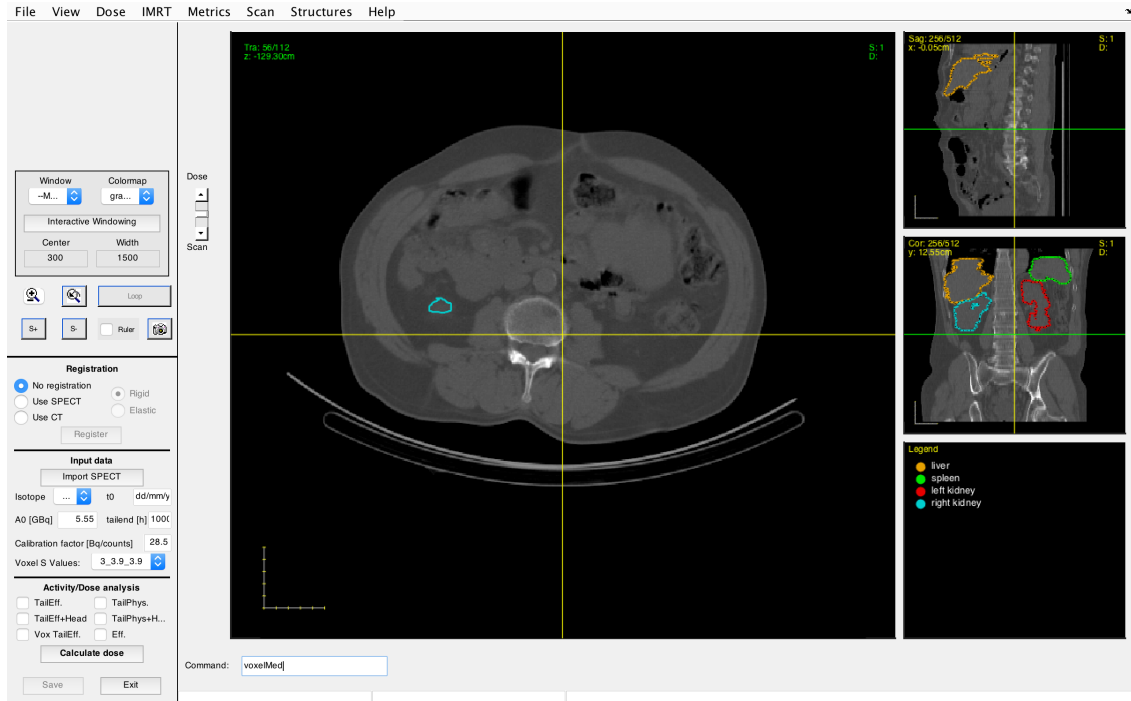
Interfaccia grafica che viene visualizzata al lancio di VoxeMed. Tale finestra permette di inserire i parametri di input e di importare le immagini SPECT.
